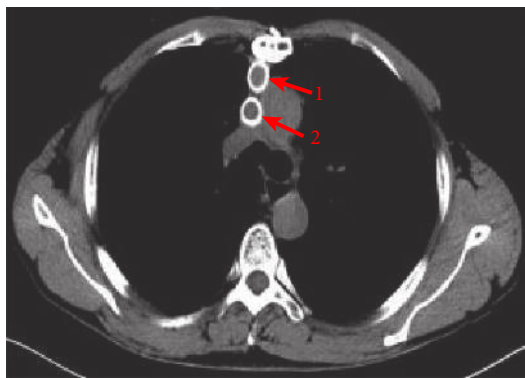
术后 1 年复查胸部 CT 显示未见局部肿瘤复发
